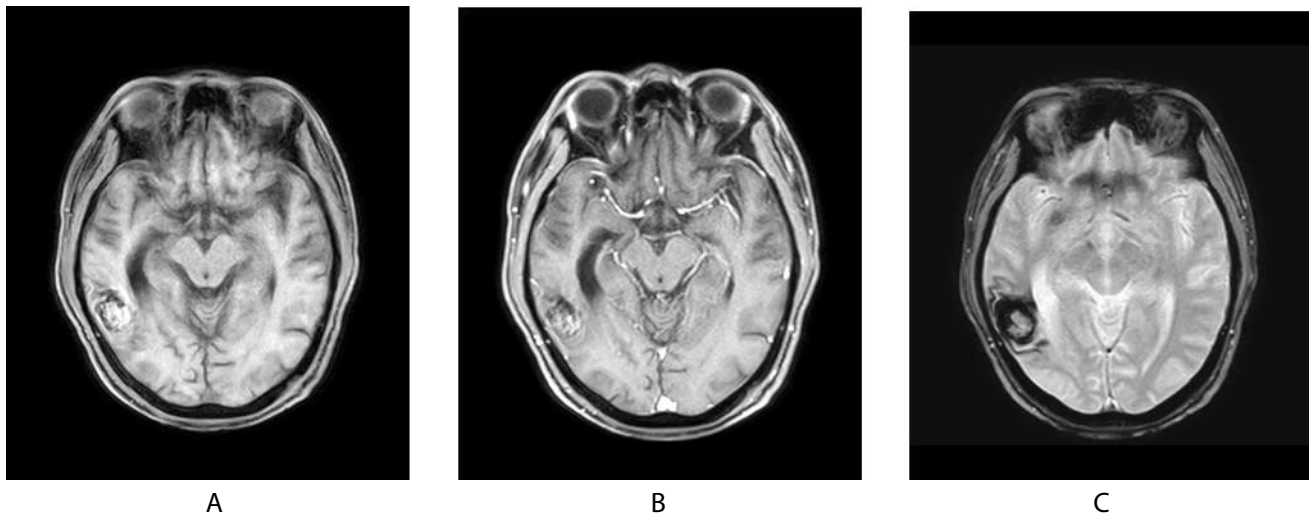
Tổn thương di căn não trên MRI tiêm đối quang từ. Tổn thương tăng tín hiệu trên T1 ở thùy trán và thái dương phải (mũi tên). Tổn thương ngấm mạnh thuốc đối quang từ ở trung tâm (đầu mũi tên trắng)
